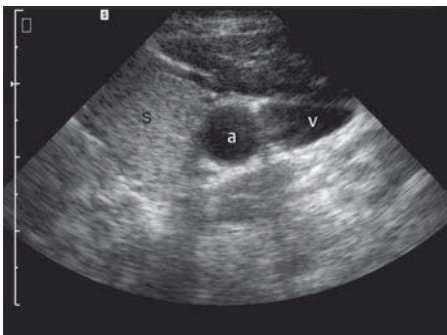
Sonografie einer linken Schilddrüsenhälfte im Transversalschnitt. Normales Schilddrüsengewebe. S = Schilddrüse, a = A. carotis com., v = V. jugularis int. [Quelle: Reiser, Kuhn, Debus, Duale Reihe Radiologie, Thieme, 2017]
